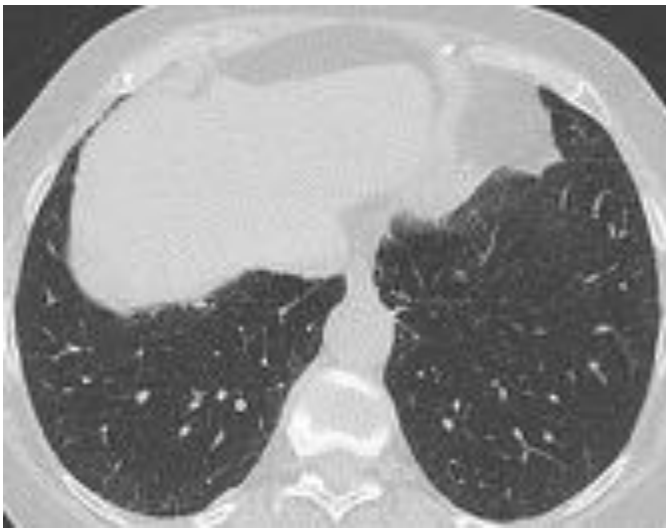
Corte axial de TAC torácico con CIV del mismo paciente de la imagen anterior(ventana pulmonar). Tenue patrón intersticial difuso de localización subpleural que se extiende desde vértices a bases pulmonares. Se aprecia engrosamiento de septos interlobulillares y del intersticio intralobulillar y presencia de bandas pleurales. Los hallazgos en el parénquima junto con la presencia de placas pleurales (Fig 16 y 17) sugieren afectación por exposición al asbesto.
